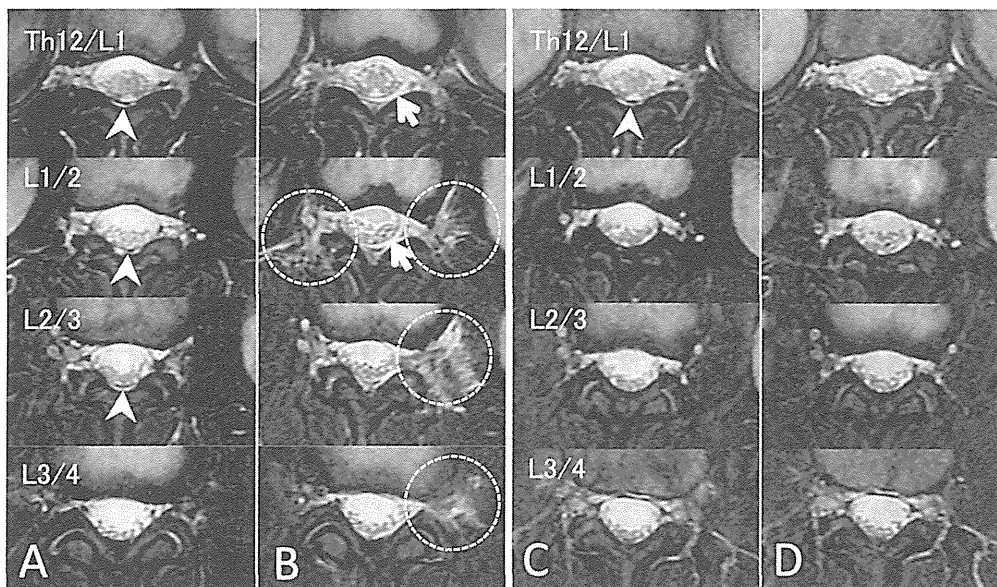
Patient 1 (No.850). *Left*: Serial fat-saturated horizontal T2-weighted MR images at the diagnosis, before (A), 5 hours (B) after spinal puncture and injection of 10 ml contrast medium + 1 ml RI solution. Pre-puncture images show a small fluid collection dorsal to the dural sac at Th12/L1-L2/3 (white arrowheads). Images 5 hours after injection, show massive increase of epidural fluid collection at Th12/L1-L1/2 (white arrow). Paraspinal leaks along spinal nerves are most prominent at L1/2-L2/3 (white broken circle). *Right*: Serial fat-saturated horizontal T2-weighted MR images at the follow-up, before (C), 5 hours (D) after spinal puncture and injection of 10 ml contrast medium + 1 ml RI solution. Pre-puncture images show a small fluid collection dorsal to the dural sac at Th12/L1 (white arrowheads). No increase of epidural fluid collection was observed at 5 hours.
